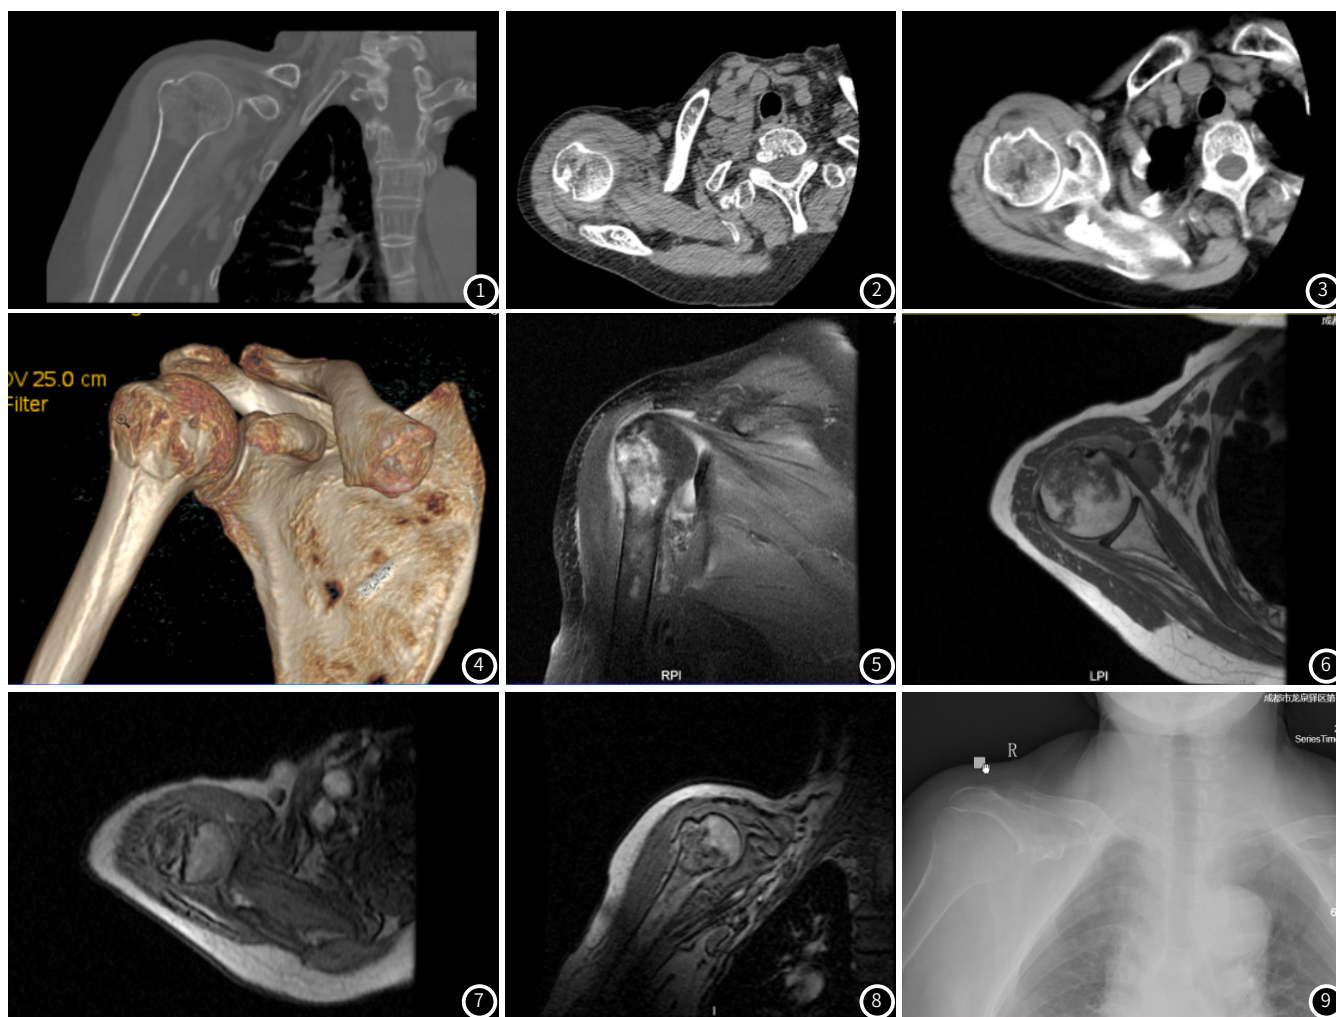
~图9 患者68岁, 女, 外伤后右侧肩关节疼痛伴活动受限3h。CT: 右肱骨大结节撕脱骨折, 折块附着良好; 右肩关节部分骨质增生, 右肩关节系未见异常(图1~图4)。MRI: 右肱骨大结节撕脱骨折, 折块附着良好; 冈上下肌肌腱附着处见线形稍长 T_1/T_2 信号, 邻近腋窝颈见斑片稍长 T_1/T_2 信号, 右肩关节部分骨质增生, 邻近见软组织肿块并软组织肿胀, 右肩关节系未见异常。右侧腋窝及锁骨下多发肿大淋巴结(图5~图8)。完善DR检查: 未见明显骨折表现(图9)。
